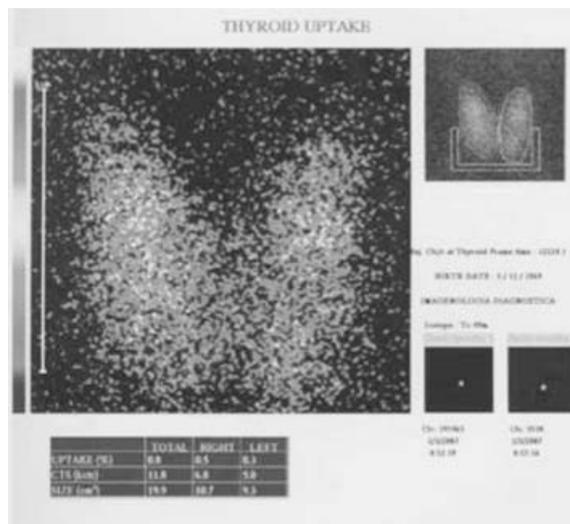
Caso 1. A) Ultrasonido con lesión hipocóica bien delimitada. B) Gammagrafía con nódulo de captación irregular del radionúclido.
